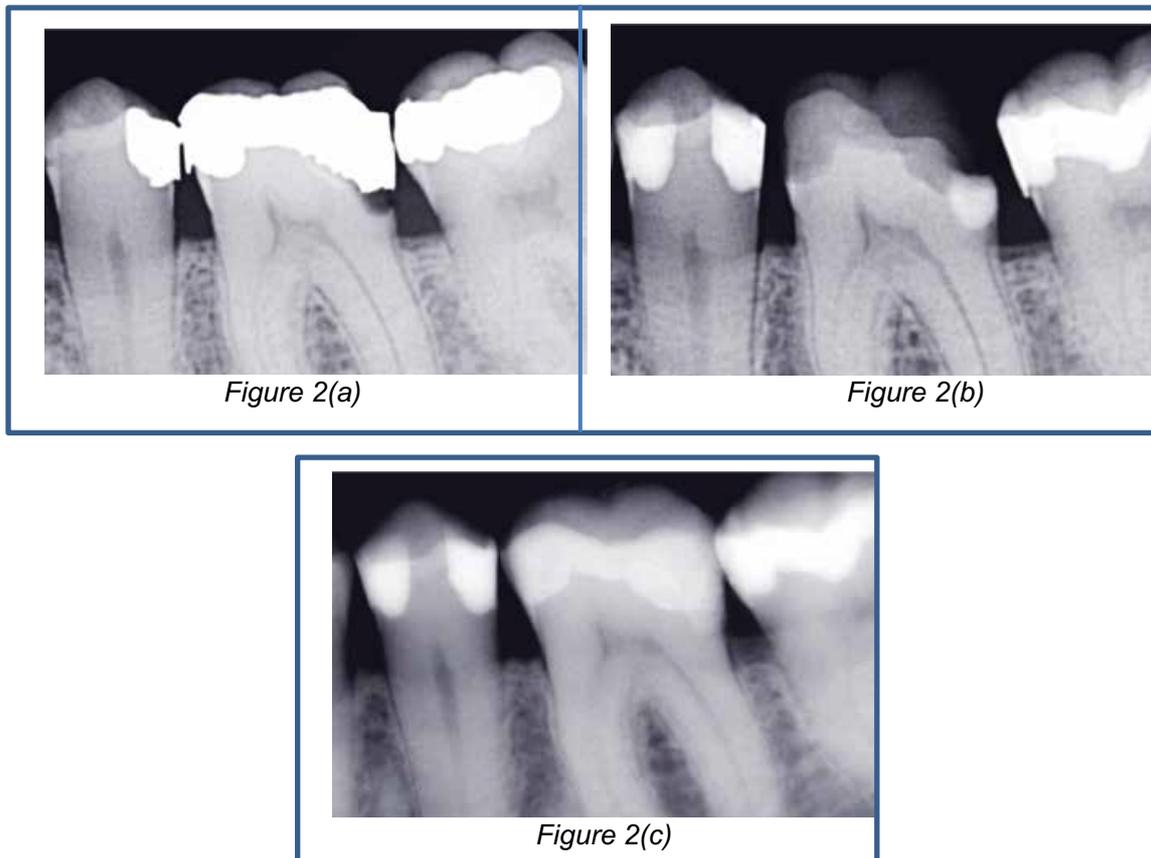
clichés radiographiques pré (a), per (b) et post (c) opératoires de la première molaire mandibulaire gauche (36). Une reprise de carie sous gingivale est objectivée en distal sous l'amalgame, et il est constaté en regard une rétractation de la corne pulpaire distale. Cela est plutôt en faveur de la conservation de la vitalité pulpaire [52].
